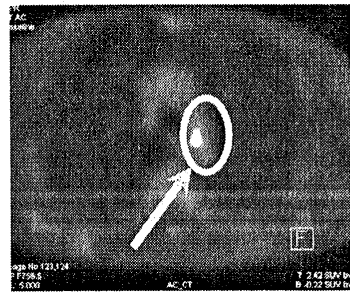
PET/CT phân biệt được rõ ràng, chỉ điểm vị trí sinh thiết (mũi tên), xác định ung thư phổi và lập kế hoạch xạ trị vào tổ chức u, tránh tổ chức phổi xẹp
